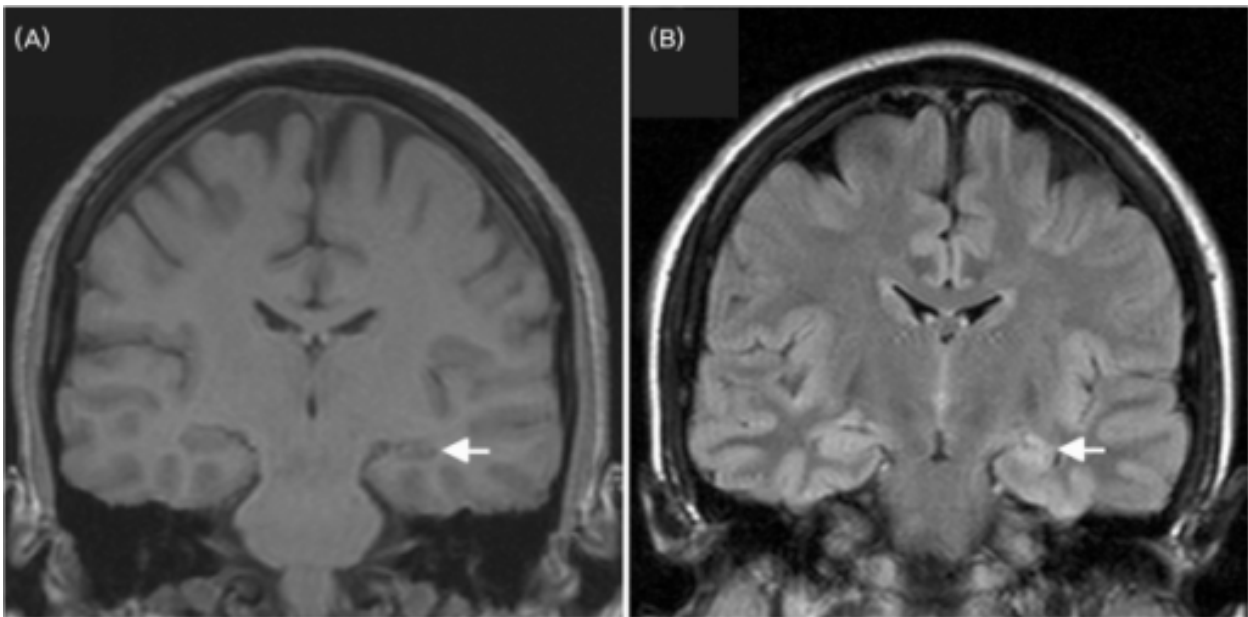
Sclérose hippocampique gauche, coupe coronale T1 (à gauche), coupe coronale FLAIR (à droite) [F6] .
